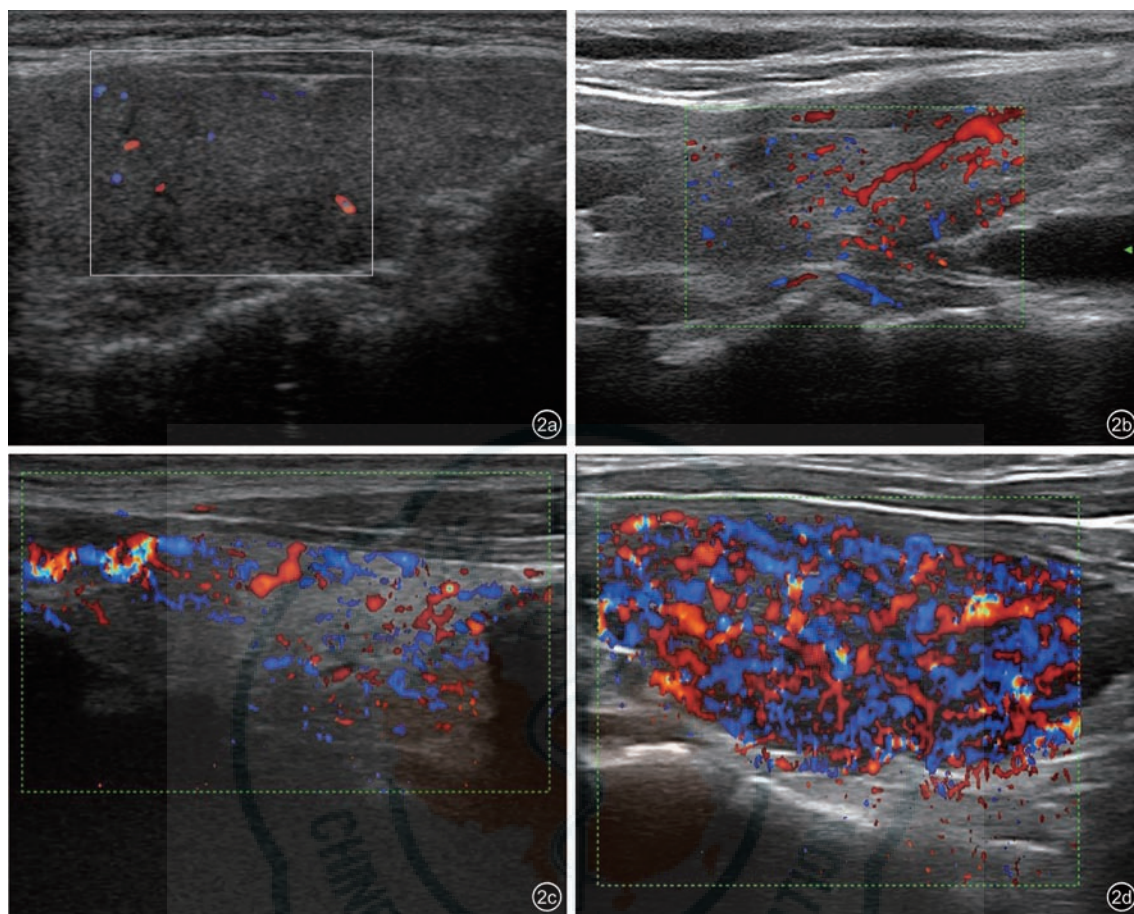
甲状腺实质血供分型超声图像。图a为无明显改变或轻度增加型；图b为中等程度增多型；图c为明显增多型；图d为明显减少型
